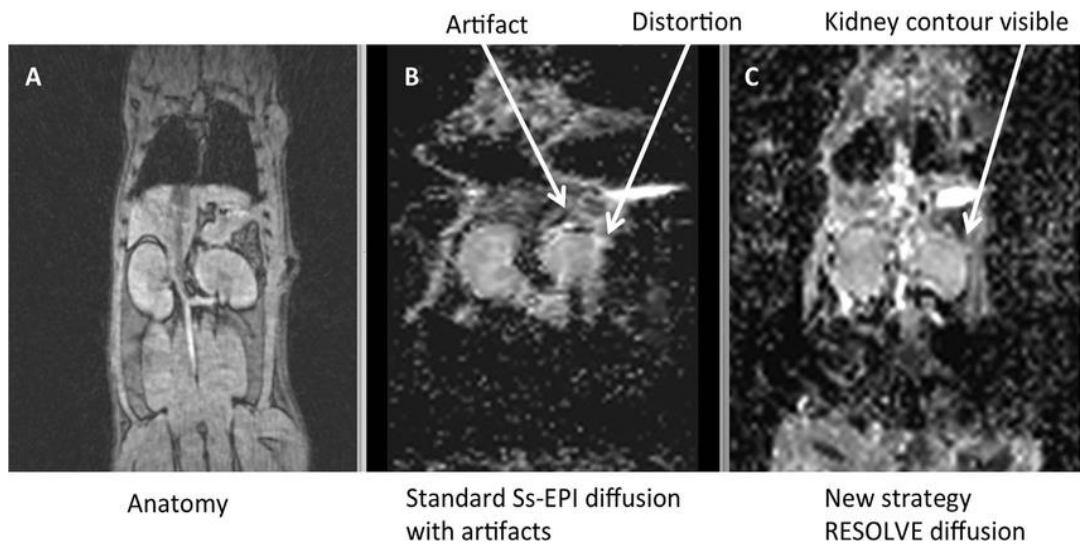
Confronto tra DWI ss-EPI e RESOLVE in un topo. Entrambe le immagini DWI sono state confrontate con le immagini anatomiche (A). Le sequenze standard ss-EPI hanno mostrato una grave distorsione ai bordi del rene (B). Nel 14% dei reni, per le immagini ss-EPI, il parenchima è completamente scomparso a causa delle distorsioni. Nella sequenza RESOLVE (C) artefatto notevolmente ridotto.
